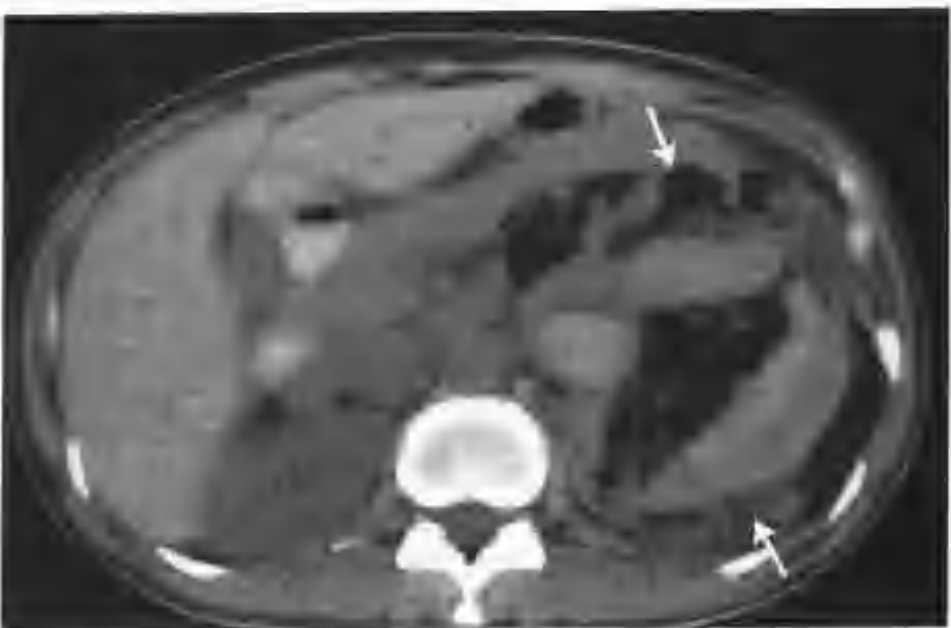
与图 3-1-3 为同一病例, 示 CT 平扫不同层面所见 (箭头)
